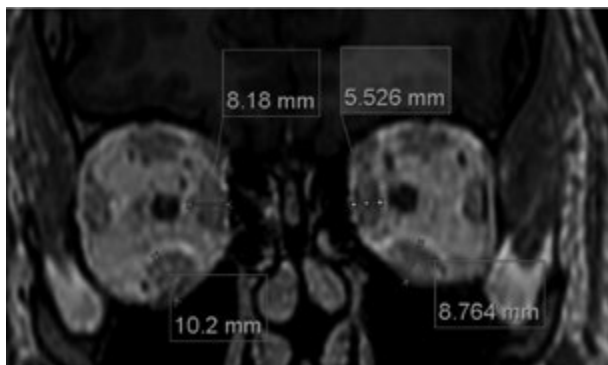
Caso 3. RM coronal. Medidas RM y RI.
